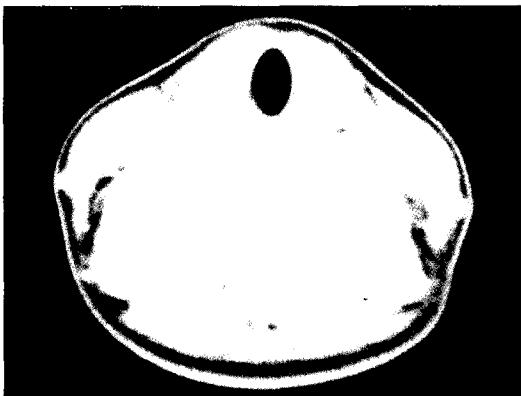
Postoperative CT scan shows calcification of posterior lower portion of thyroïd cartilage.
